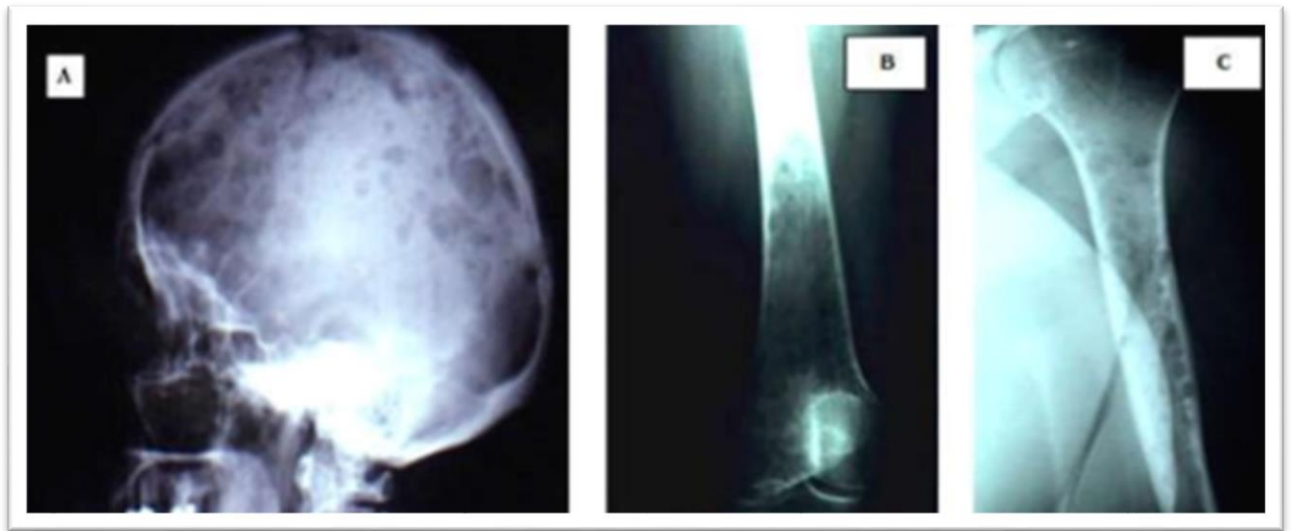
Radiographies standards révèlent la présence de lésions ostéolytiques crâniennes associées au myélome. [27]
